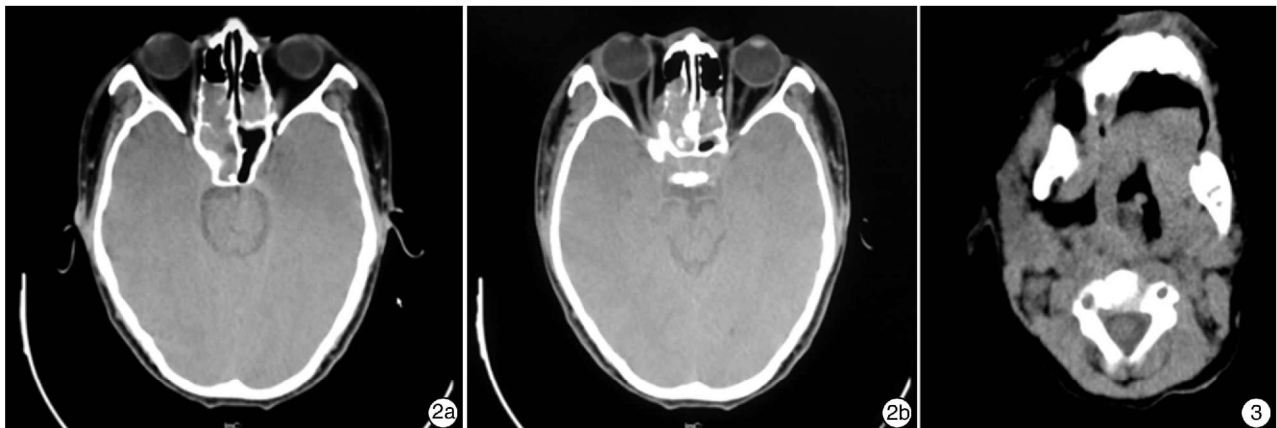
图 2b 例 3 患者鼻部 CT 肿瘤侵及双侧筛窦及右侧蝶窦,并破坏右侧眼眶内壁,侵犯内直肌; 图 3 例 4 患者颈部 CT 右咽后壁一突向咽腔的软组织密度肿块,密度不均匀,颈部无淋巴结肿大。
